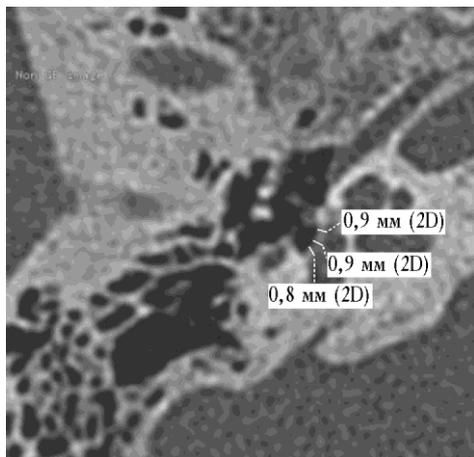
Томограмма пациента К., 44 года, аксиальная проекция. Замер в передней части подножной пластины составляет 0,9 мм; замер в средней части подножной пластины — 0,9 мм; замер в задней части подножной пластины — 0,8 мм
